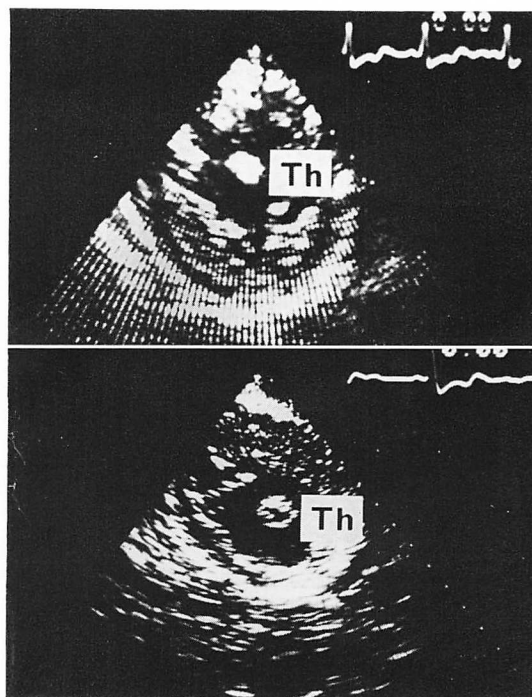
Echocardiograms (short-axis view).
